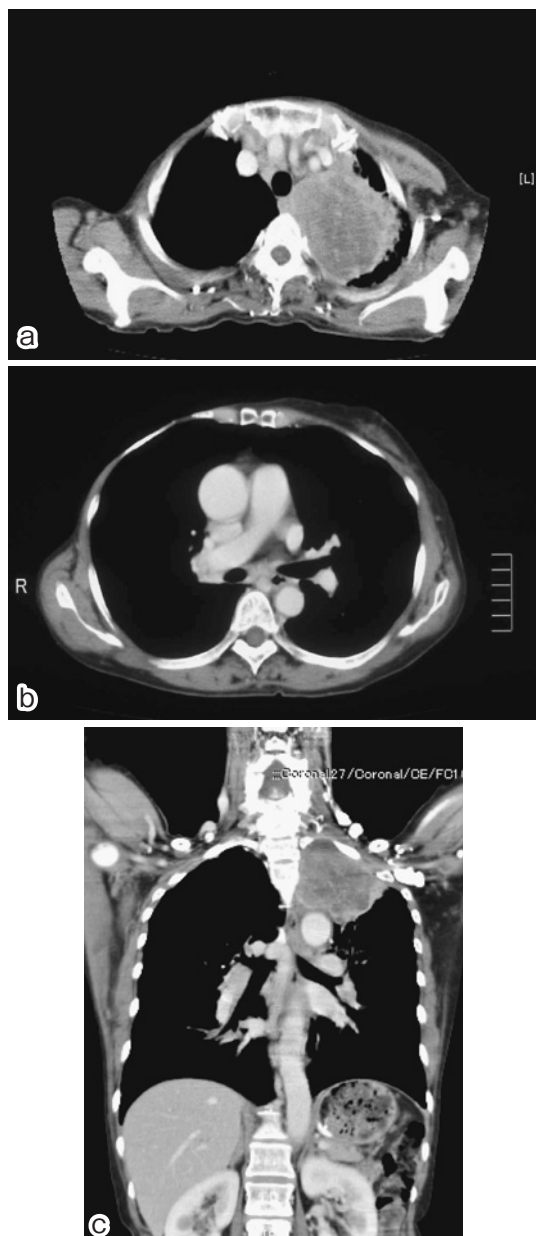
Chest CT scan of the chest on admission shows a mass lesion in S¹⁺² of the left lung and hilar-mediastinal lymphadenopathy.
